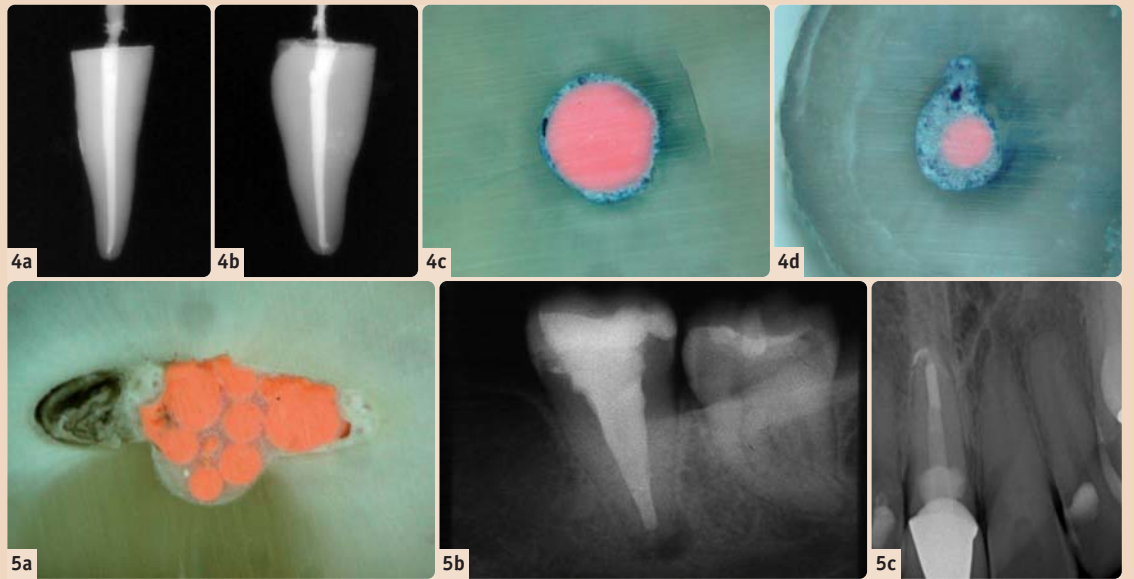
Zentralstifttechnik, a) Füllröntgen in b-l, b) in m-d Richtung, c) Querschnitt mittleres Kanaldrittel, d) Querschnitt apikales Kanaldrittel. – Abb. 5: Spezielle Kanal anatomien, a) flach ovaler Kanal mit ungeschulten und ungefüllten Bereichen, b) C-förmiger Kanal UK-Molar, c) interne Resorption 21.
